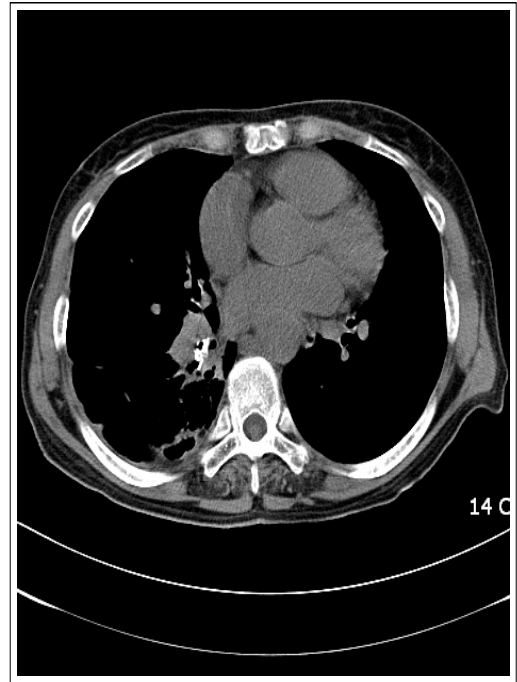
A CT scan shows endobronchial calcified density in the right lower lobe basal bronchus with peribronchial lymph node enlargement.
